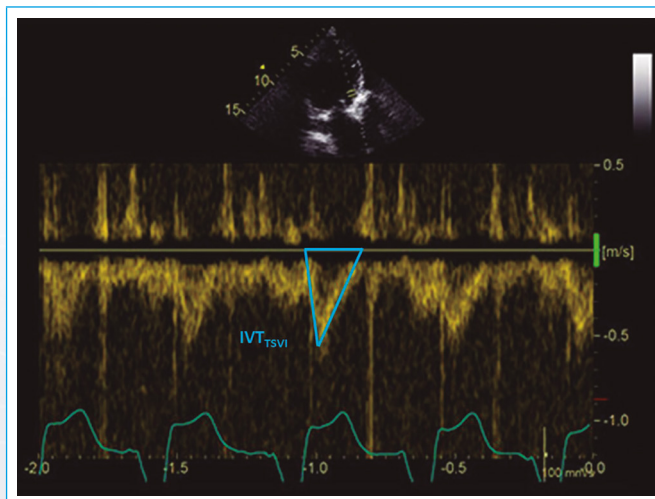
Registro con Doppler pulsado de la integral velocidad tiempo del tracto de salida del ventrículo izquierdo (IVT_{TSVI}) desde el plano apical de tres cámaras
